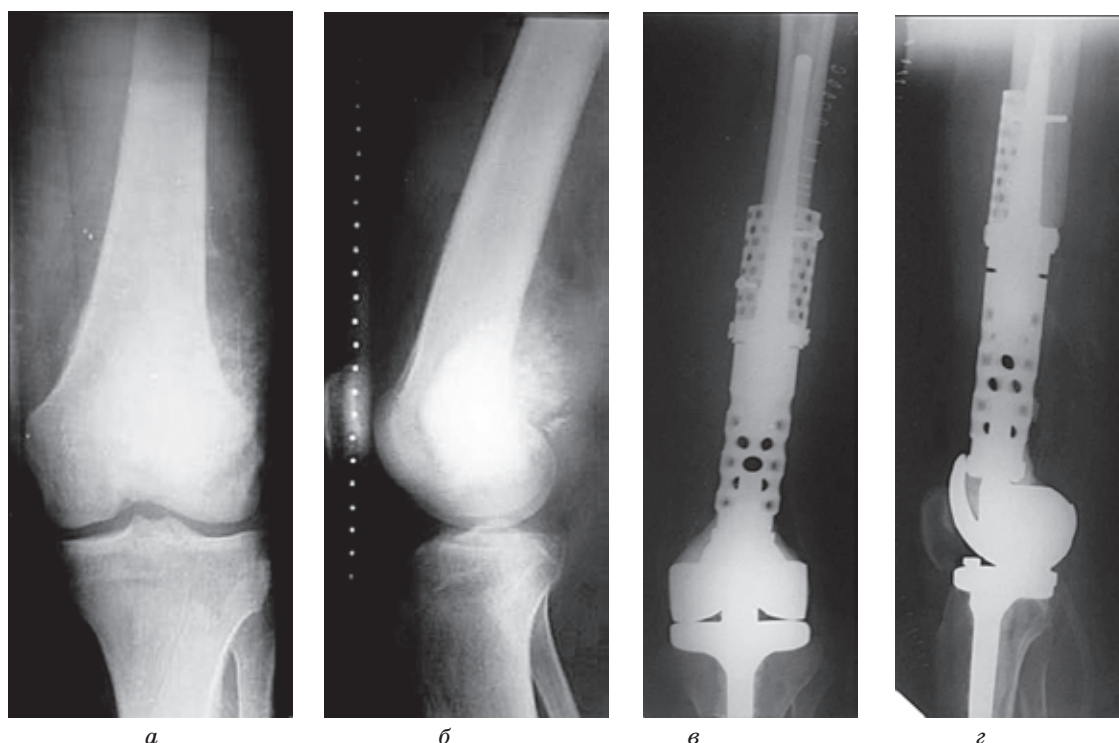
Фотовідбитки рентгенограм пацієнтки Б., 35 р. з діагнозом остеогенна саркома дистального відділу лівої стегнової кістки $T_2N_0M_0$, II ст., II кл. гр.
